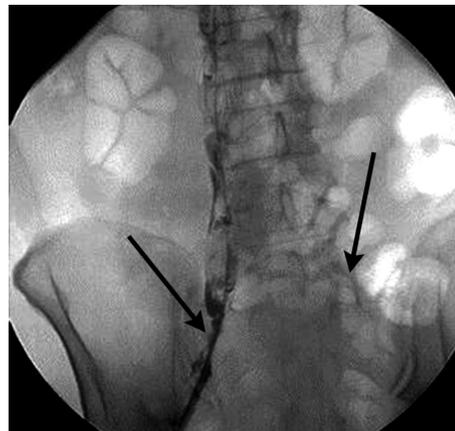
Рентгенограмма области малого таза реципиента при выполнении прямой венографии: выраженное нарушение проходимости подвздошных вен (указаны стрелками)
